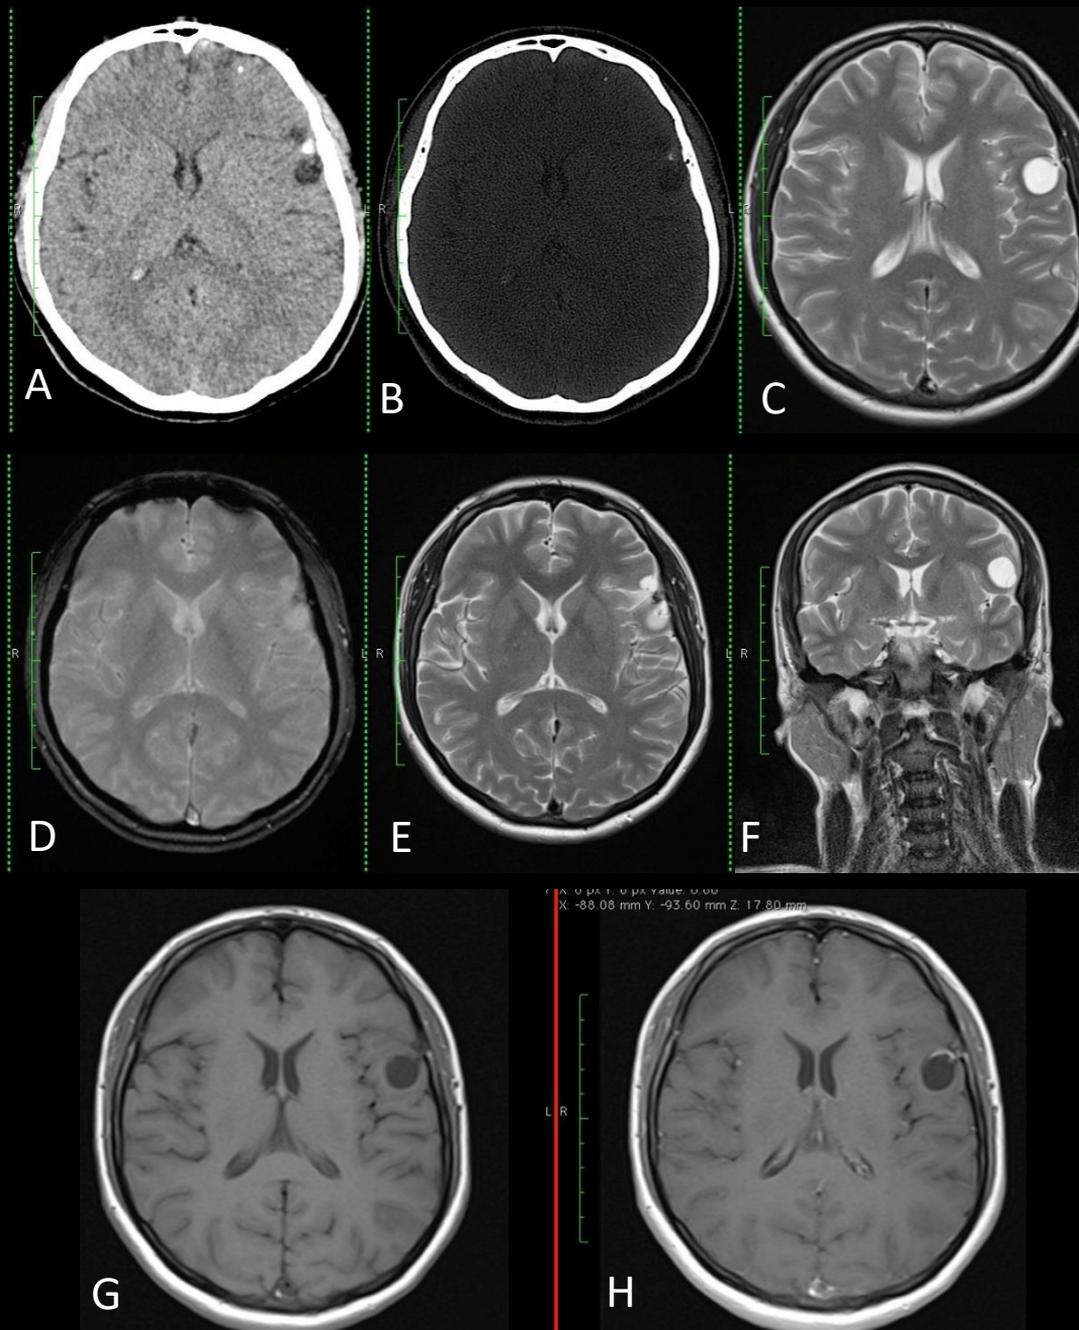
A, B. TC axial: imagen focal redondeada de densidad líquida a nivel fronto-temporal izquierdo la cual impresiona tener tabiques en su interior asociada a calcificación focal puntiforme adyacente.
